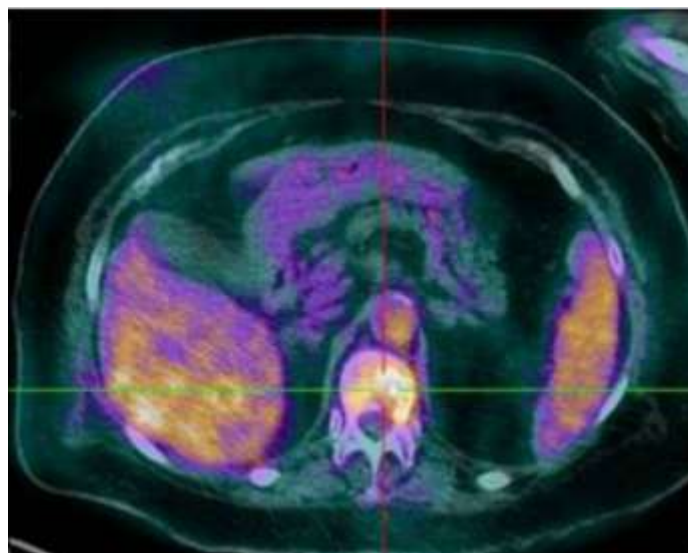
Image PET/CT chez un patient avec EI montrant une spondylodiscite (95).
